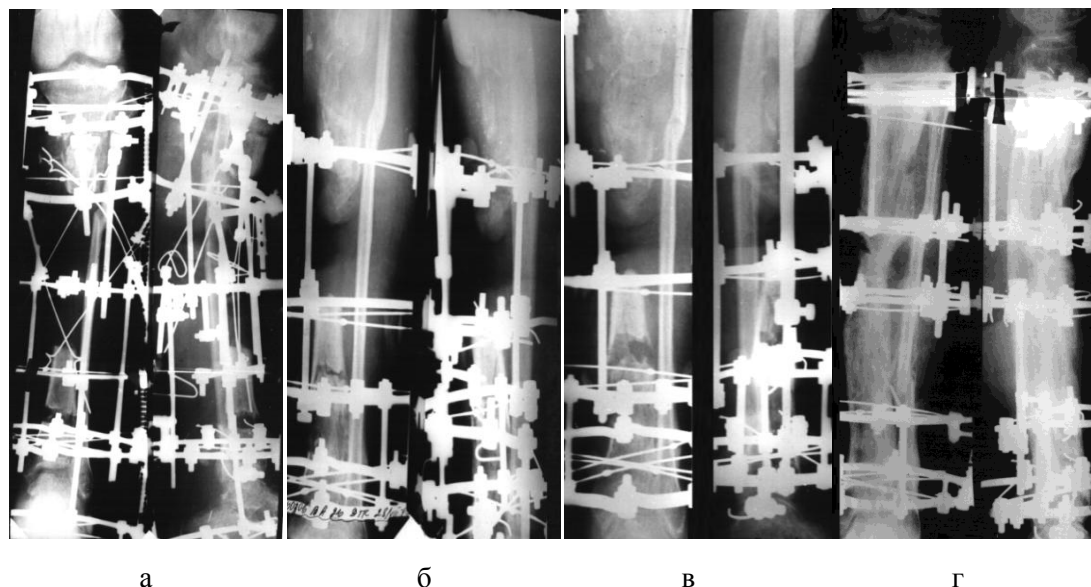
Рентгенограммы голени пациента М. в процессе лечения: а – после операции; б – после выполнения дополнительной кортикотомии удлиняемого дистального отломка большеберцовой кости; в – на этапе перемещения фрагментов; г – в процессе фиксации
